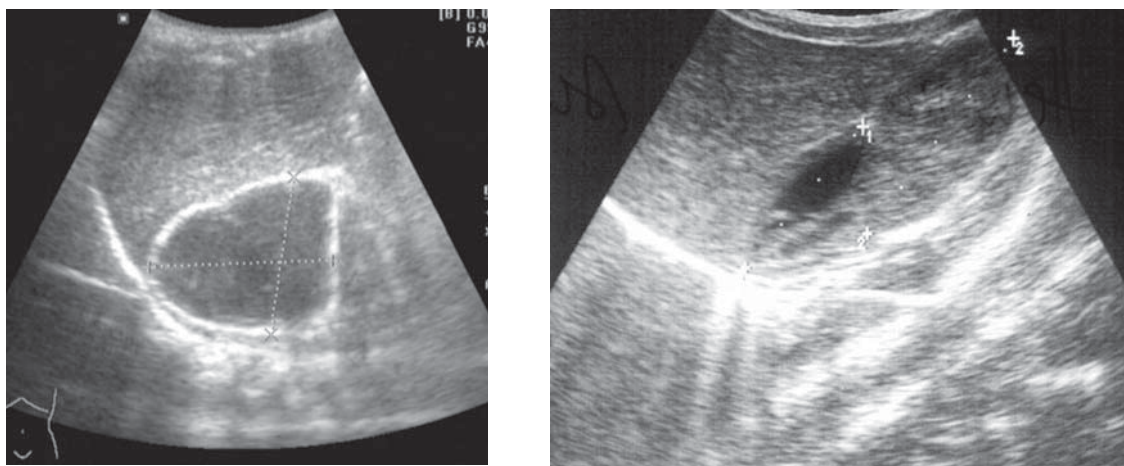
Hemoragie subacută glandă suprarenală. Ecografie, secțiune longitudinală
